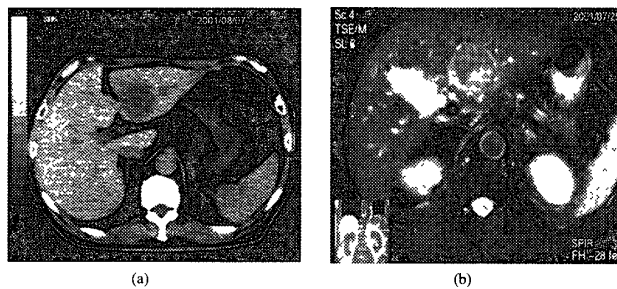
The image data for Hepatocellular Carcinoma before Surgical resection (a) CT image, (b) MR image
